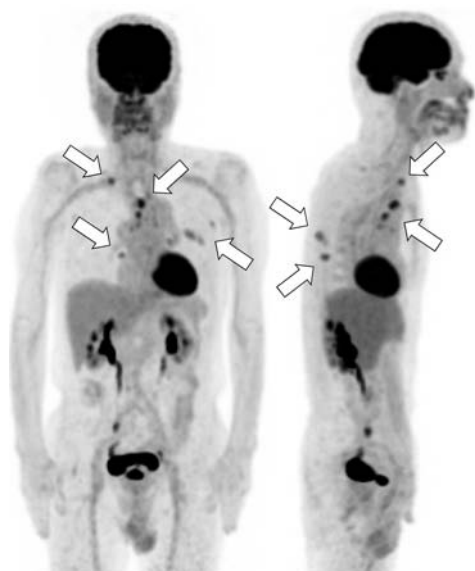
FDG-PET of the ribs and right supraclavicular and mediastinal lymph nodes.
